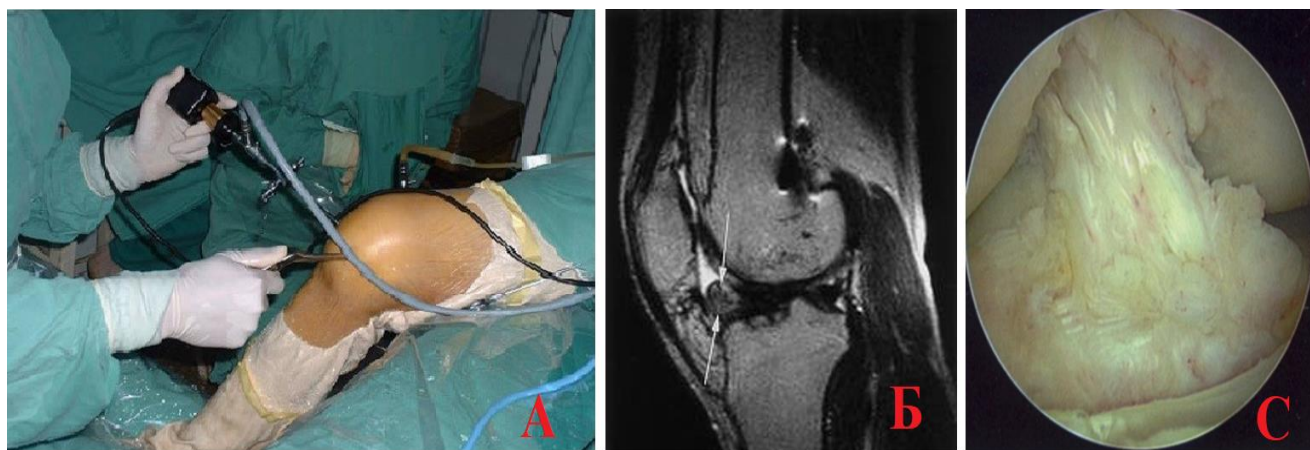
А – доступ операции, Б – предоперационный МРТ, С – полость коленного сустава
